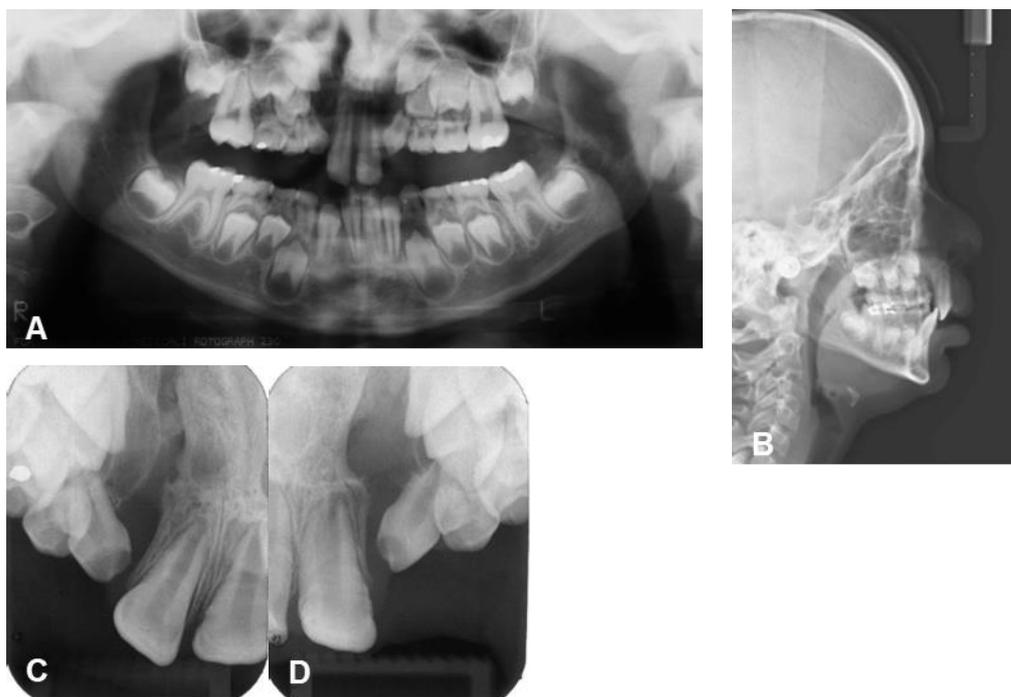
Panorâmica e Telerradiografia Lateral inicial do paciente no 1º Período Transitório da Dentadura Mista e radiografias periapicais iniciais da região de fissura.
